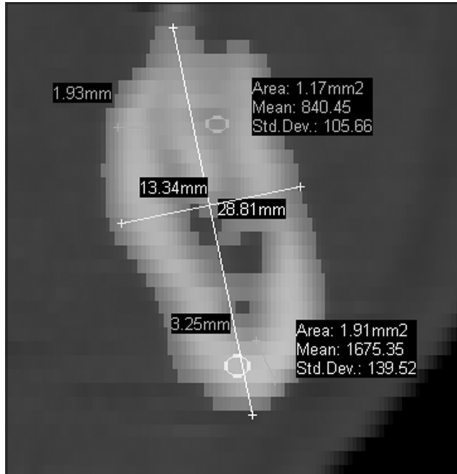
Фото рентгенограммы нижней челюсти. Плотность кости и линейные размеры сечения в зоне, отдаленной от травмы
